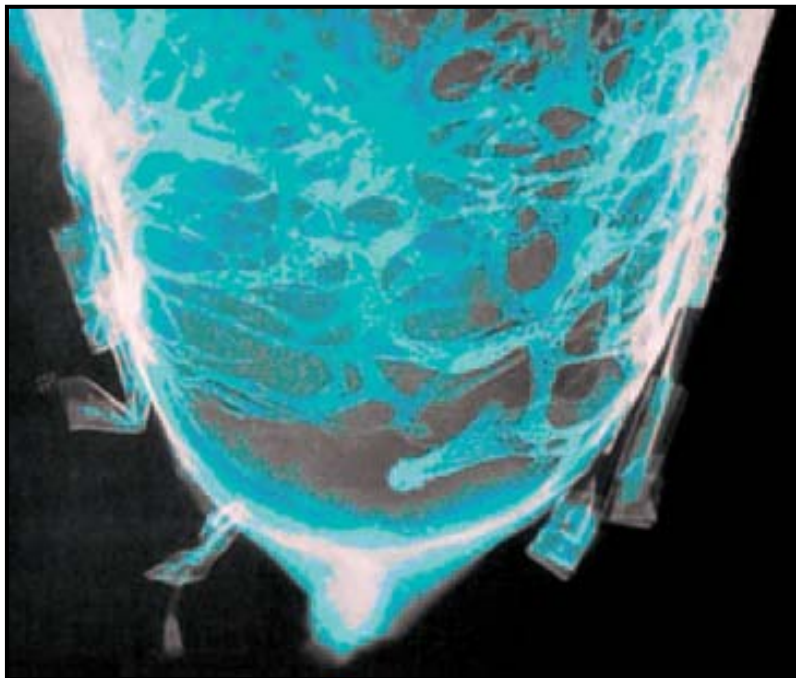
Veines du segment inférieur d'un utérus gravide. Radiographie d'un moulage vasculaire (Pierre Kamina)(5).
